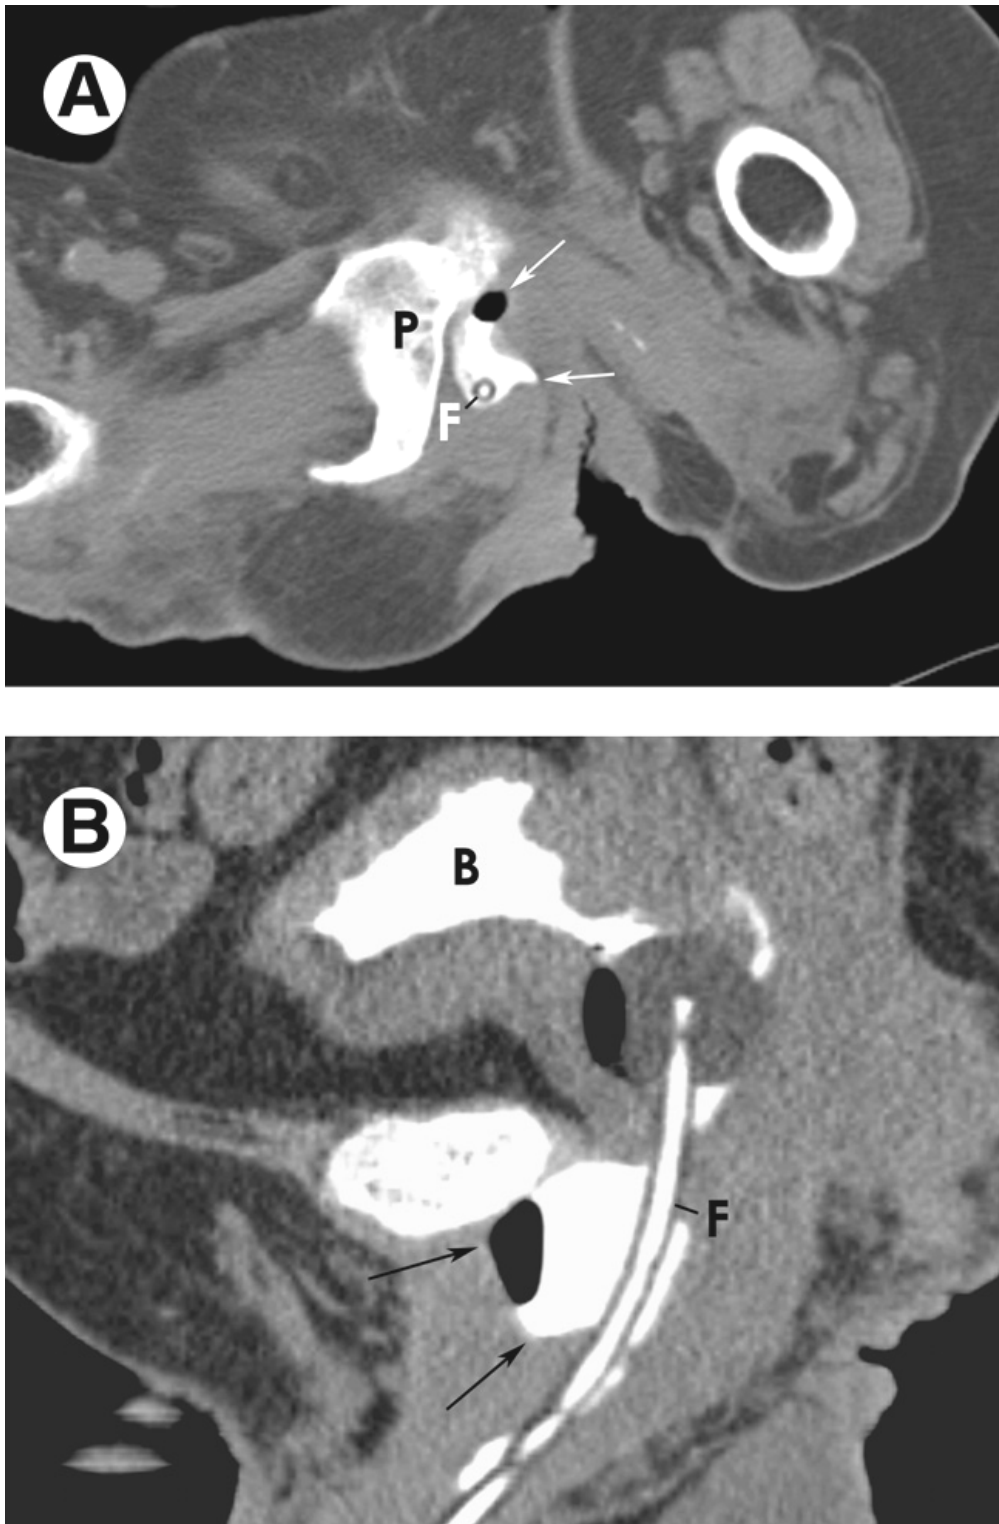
TDM couplée à une urétrographie [10].
